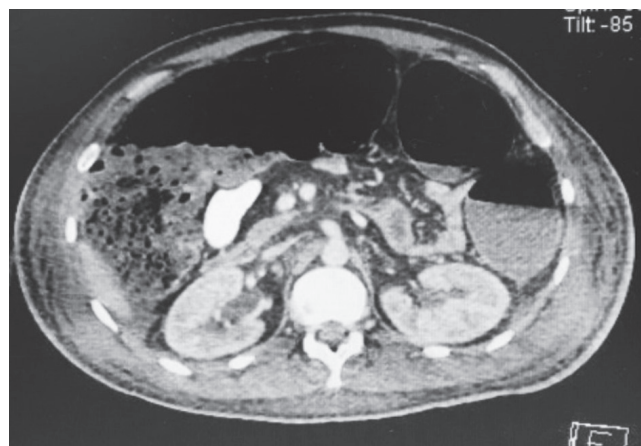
Tomografía abdominal: aumento de volumen a nivel del colon transverso.
